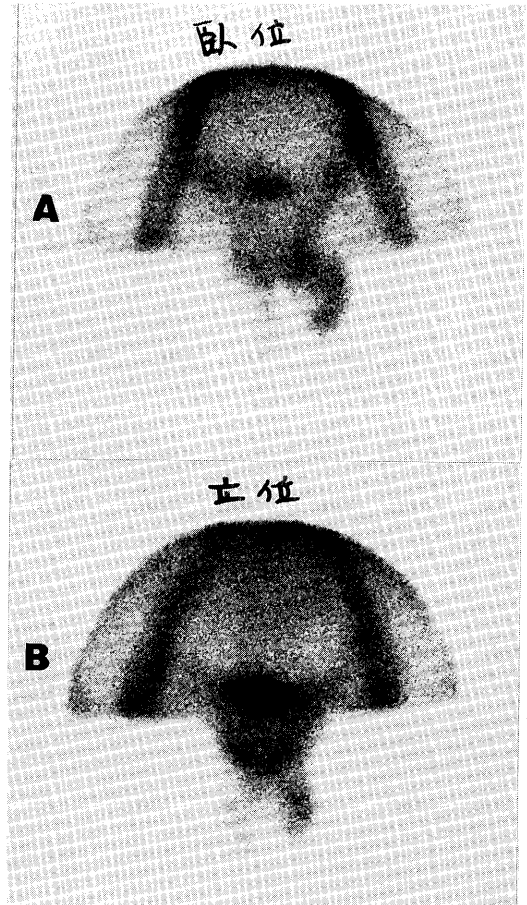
Post-operative scrotal scintigraphy. : Static image
